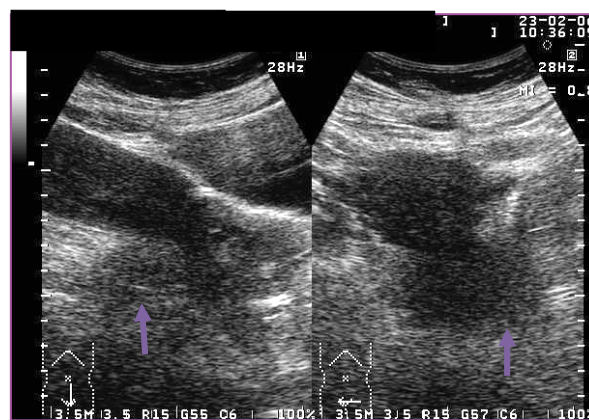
ECOGRAFÍA TA EN CORTE LONGITUDINAL Y TRANSVERSAL QUE MUESTRA UNA MASA HIPOECOICA QUE AFECTA CÉRVIX Y PARAMETRIO POSTERIOR (CARCINOMA CERVICAL GRADO IIB)
